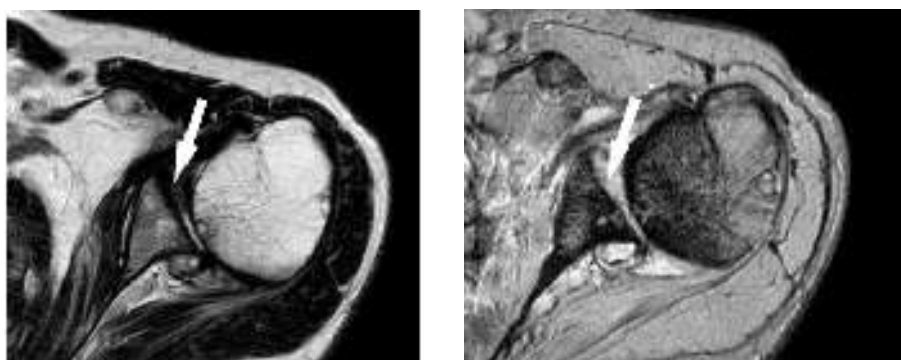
a,b. Scansioni assiali RM FSE-T2-pesate (a) e GE-T2*-pesate (b) che dimostrano un quadro di glena "piatta" (freccia).
